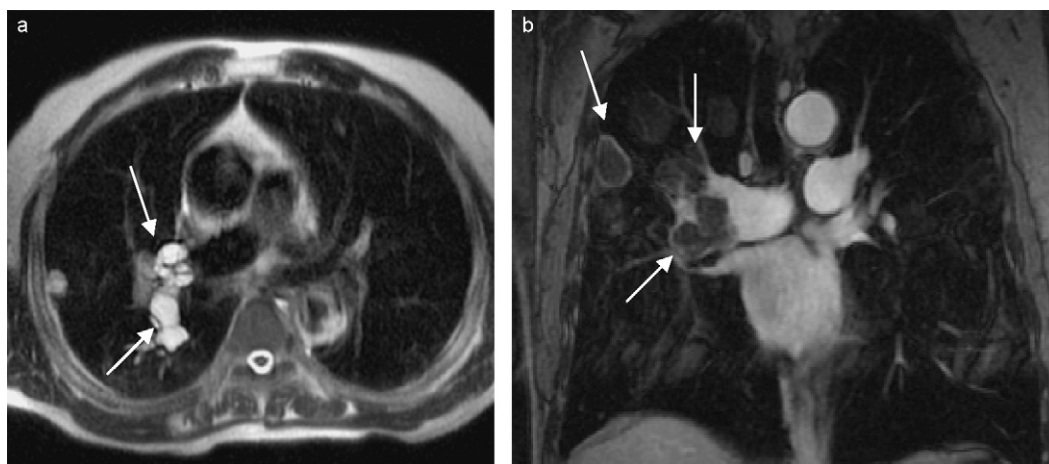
a : IRM : coupe axiale T2 montrant des images kystiques en hypersignal dans l'artère pulmonaire et le parenchyme droits avec des cloisons et un contour en hyposignal (flèches) ; b : IRM : coupe coronale pondérée T1 avec injection dynamique de produit de contraste, montrant les embolies kystiques en hyposignal avec un contour et des cloisons en hypersignal (flèches).
